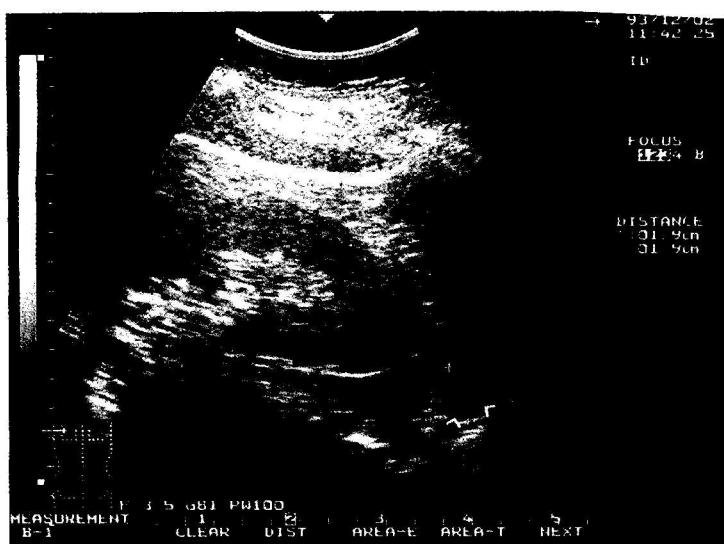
Imaginea ultrasonografică în tumoarea de suprarenală (feocromocitom). Confirmată operator.
